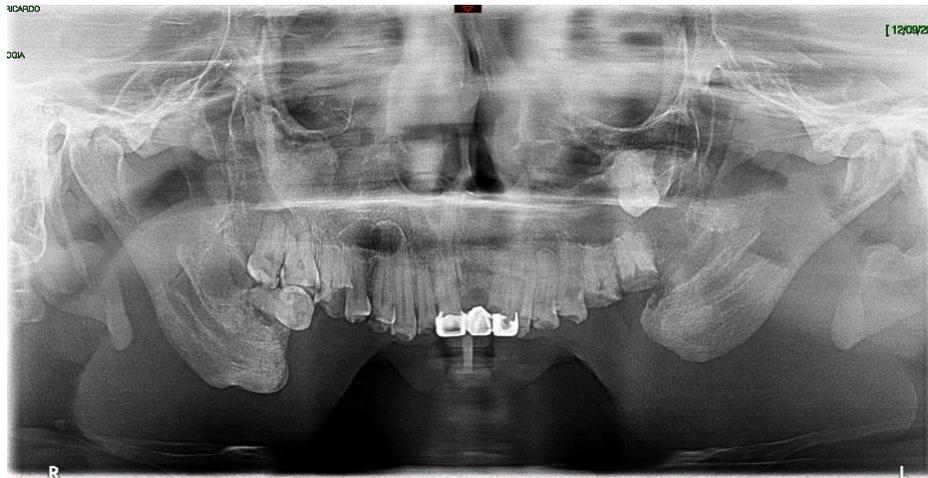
Rx Ortopantomografía muestra daño directo al nervio dentario inferior por maxilectomía segmentaria.
